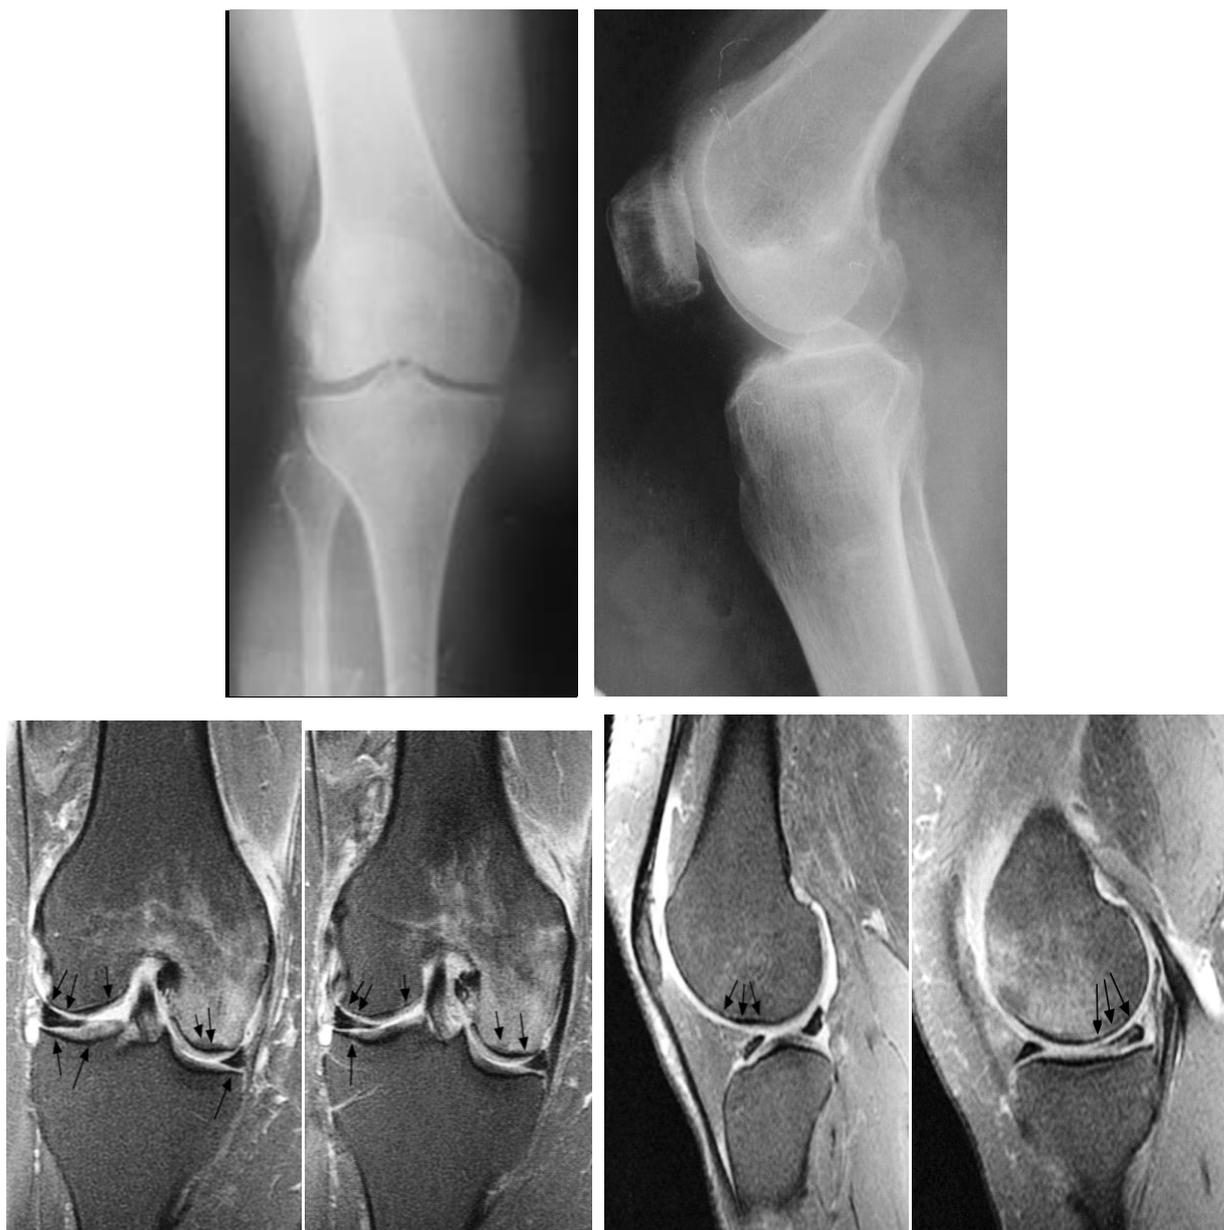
Пациентка Л-ва: рентгенограммы и МРТ.
